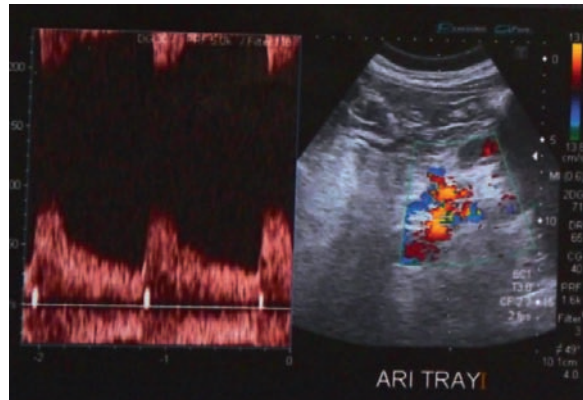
Doppler de arteria renal izquierda con velocidad pico sistólica normal.
